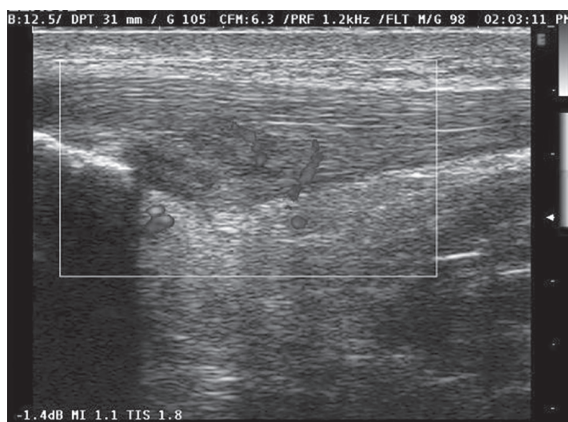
• Immagine ecografica longitudinale del terzo inserzionale del tendine di Achille che appare ispessito ed ipoecogeno nella porzione profonda, calcaneare; coesiste flogosi reattiva ben visibile al modulo power-Doppler.
